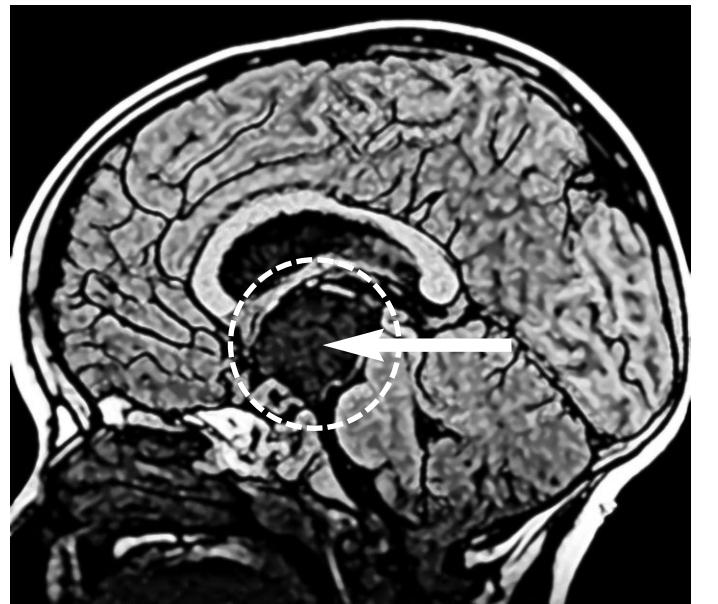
Kernspintomographie (MRT) des Kopfes eines Patienten mit Kraniopharyngiom
